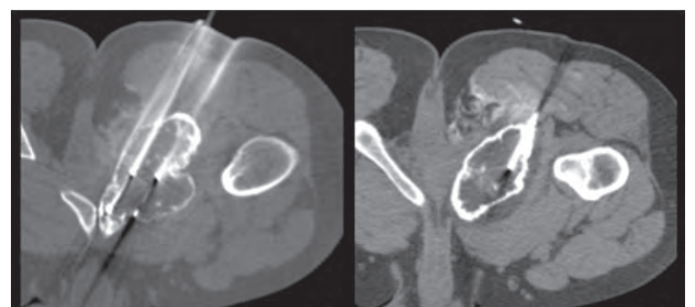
Crioblació i cementació percutània guiada per TC.
